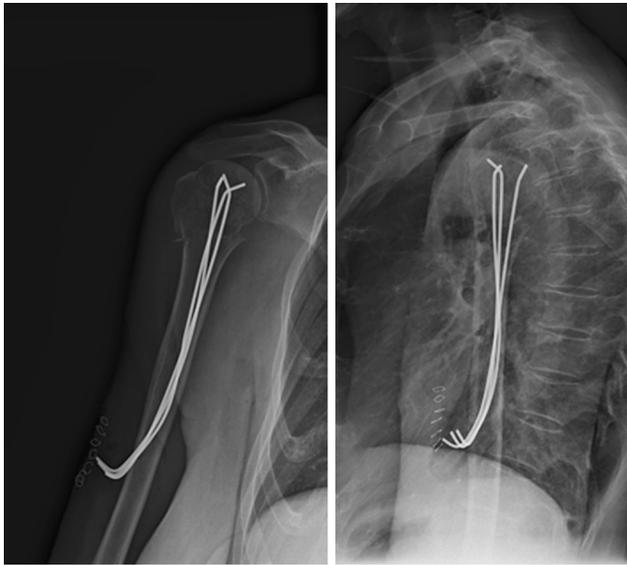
Proiezioni radiografiche antero-posteriore e assiale che documentano il corretto posizionamento dei fili di K
